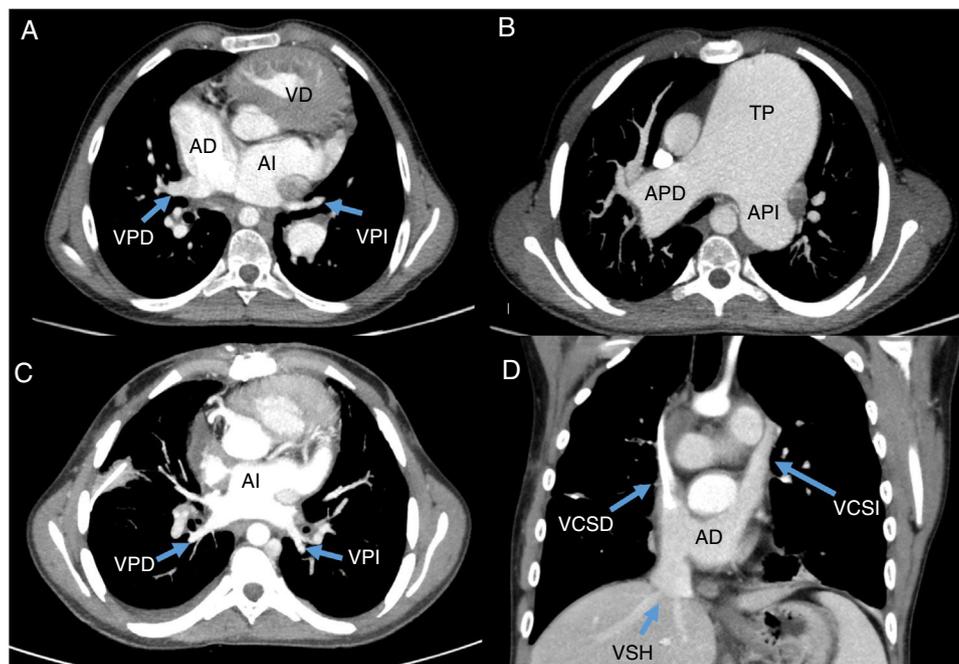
Tomografía computarizada prequirúrgica y resultado tras el trasplante. A: anomalía del drenaje venoso pulmonar. B: aneurisma pulmonar. C: drenaje venoso pulmonar. D: drenaje venoso sistémico. AD: aurícula derecha; APD: arteria pulmonar derecha; API: arteria pulmonar izquierda; AI: aurícula izquierda; TP: tronco pulmonar; VCSD: vena cava superior derecha; VCSI: vena cava superior izquierda; VD: ventrículo derecho; VPD: vena pulmonar derecha; VPI: vena pulmonar izquierda; VSH: venas suprahepáticas.
